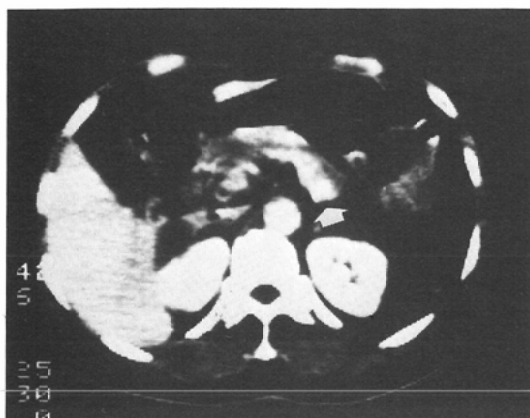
case 2 CT arteriography. High density spot (□) in the pancreatic body is recognized.
